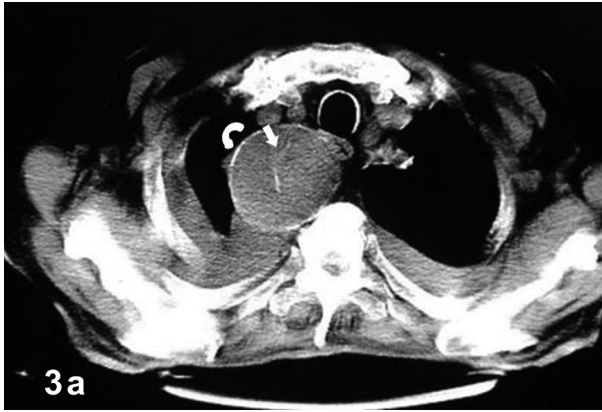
(a,b). iv kontrastsız ve iv kontrastlı BT görüntüleme, solda yerleşim gösteren aort arkı (yıldız) distalinde, desendan aort başlangıcından köken alan Kommerell divertikülü (ok) izlenmektedir. Distale doğru ilerledikçe arter çapında artış ve cidarında ve lümen içerisinde yırtılan iç duvara ait aterosklerotik kalsifikasyonlar görülmektedir.
